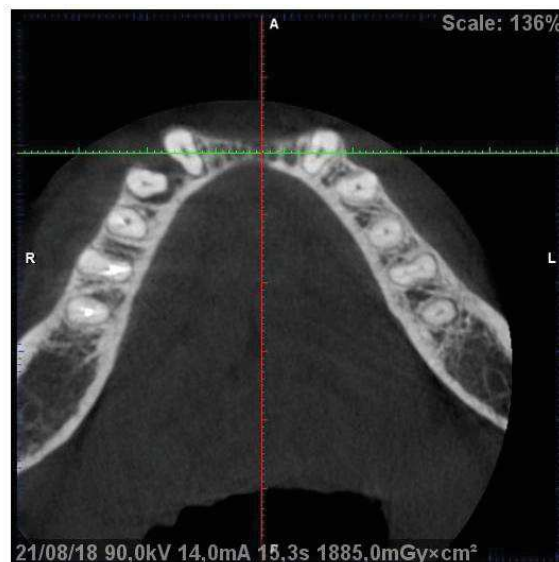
Coupe transversale d'un CBCT objectivant un défaut horizontal dans le secteur antérieur mandibulaire
